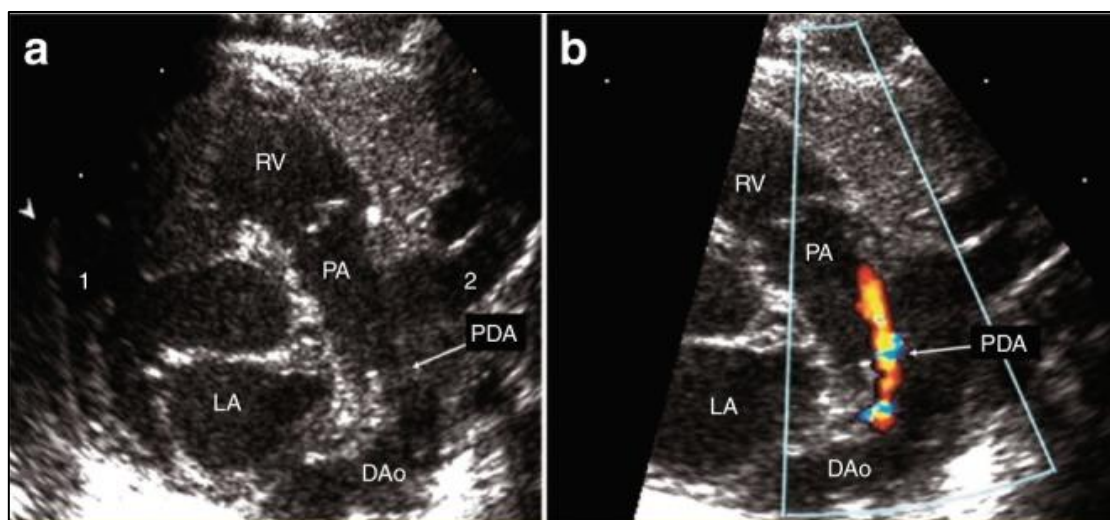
Imagen ecocardiográfica del ductus e imagen Doppler del mismo (15).
